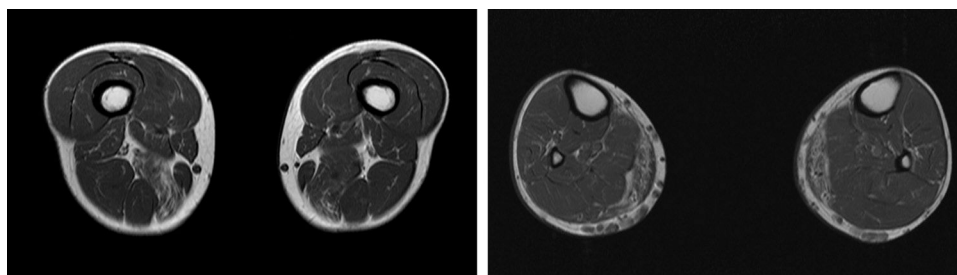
RMN de muslos y piernas con cortes axiales en T1 en los que se observa infiltración grasa asimétrica de los músculos semimembranoso y gemelo medial.
